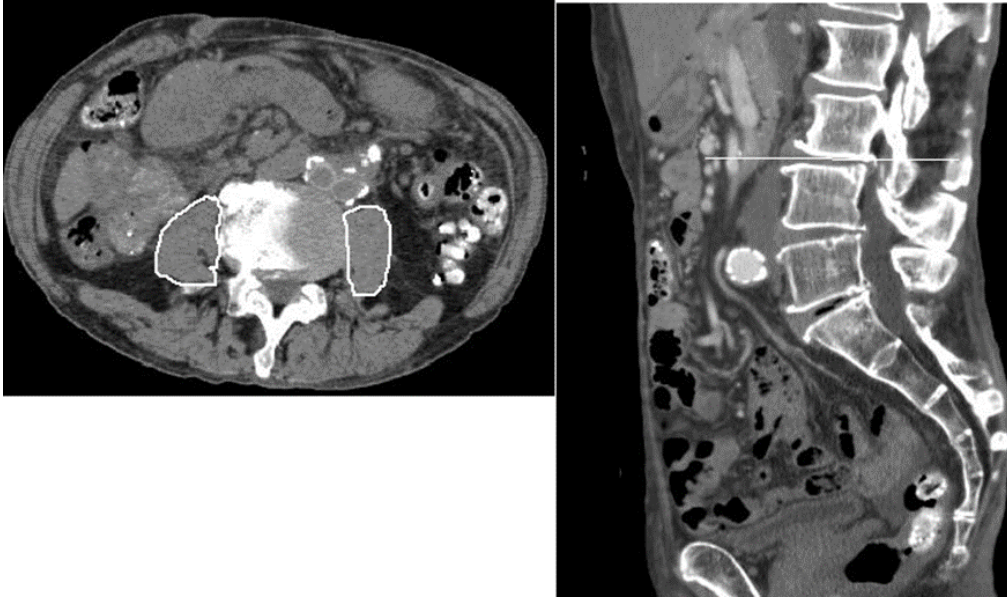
腸腰筋断面積: 第 3 腰椎下縁の CT 検査横断面における両側腸腰筋断面積
